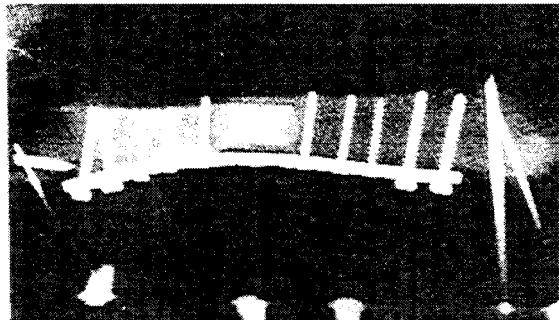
Tubular apatite artificial bone implanted in femur, radiograph with AO-plate and extra-bone fixation, 6 weeks postop.
